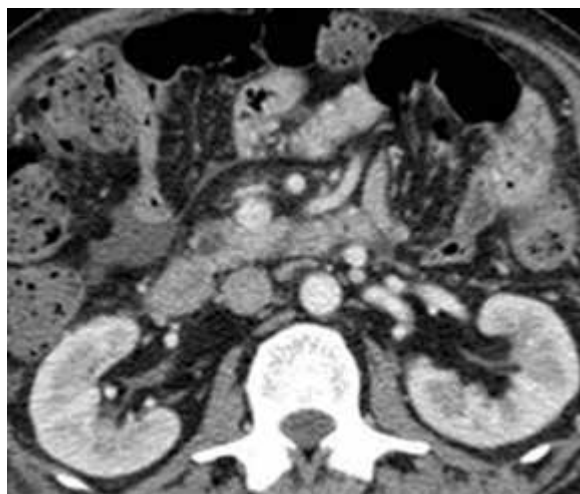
B-RTO 施行2ヶ月後の腹部造影CT画像。
